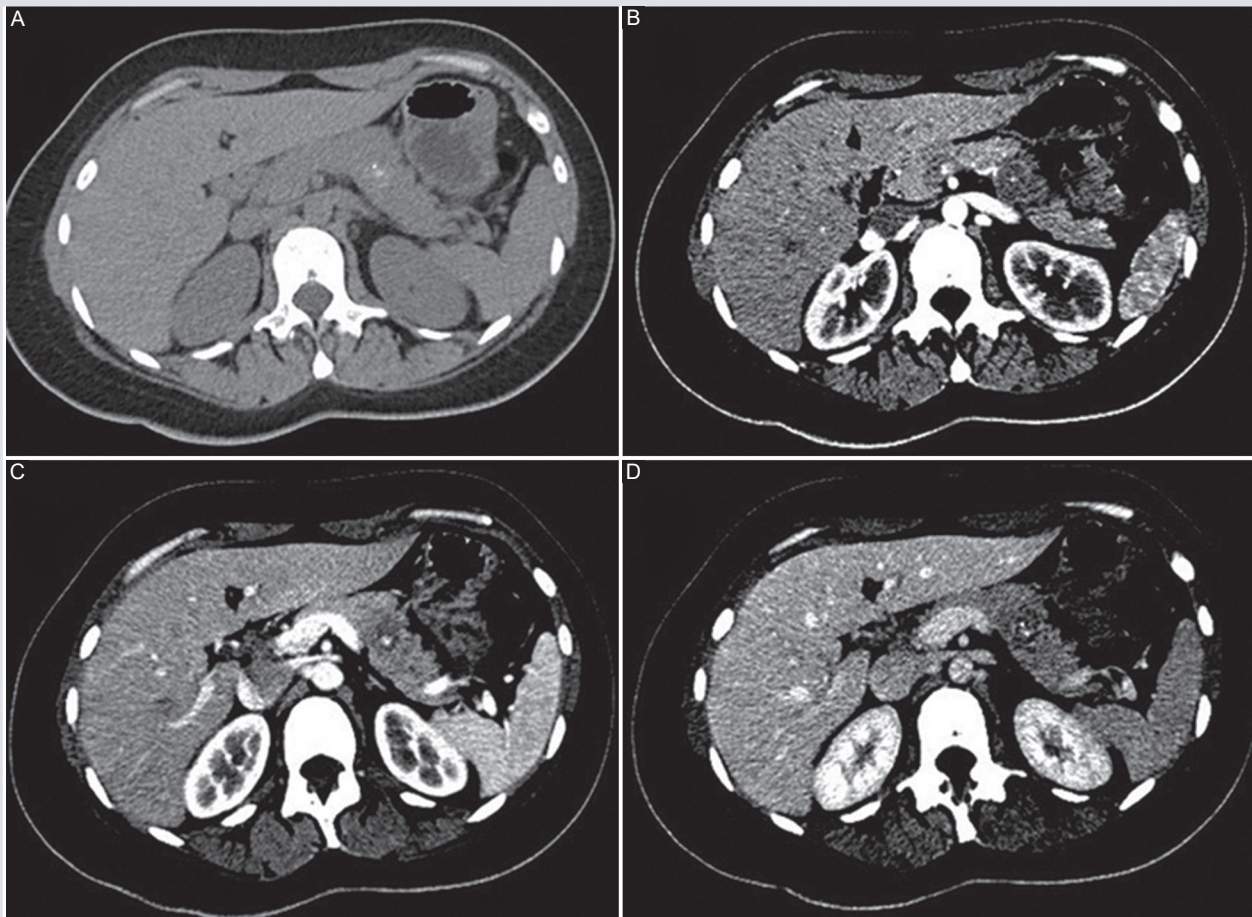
Tomografía computarizada con contraste multifásico que muestra una neoplasia pseudopapilar sólida atípica. A: en la fase sin contraste no hay evidencia de lesión focal y una hiperdensidad compatible con calcificación intrapancreática. B: en estadio arterial, masa hipodensa intraparenquimatosa ubicada en el cuerpo pancreático. C: la fase pancreática muestra una masa persistente mal definida y una calcificación interna, no hay cápsula ni separación evidente con el parénquima normal. D: no se muestran diferencias en morfología o densidad en la fase venosa.
